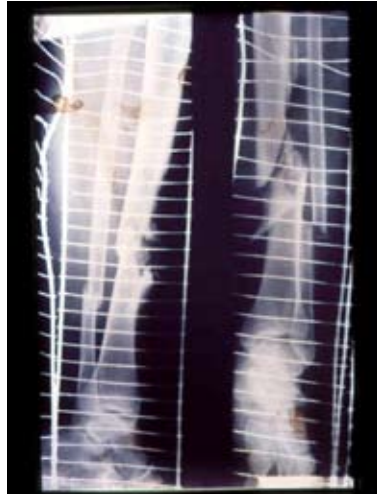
Mikrosekundowa radiografia uda owcy ukazująca czasową (pulsacyjną) jamę wybuchową po trafieniu szybkim pociskiem. Widoczne złamanie trzonu kości udowej spowodowane rozprzestrzeniającą się jamą
